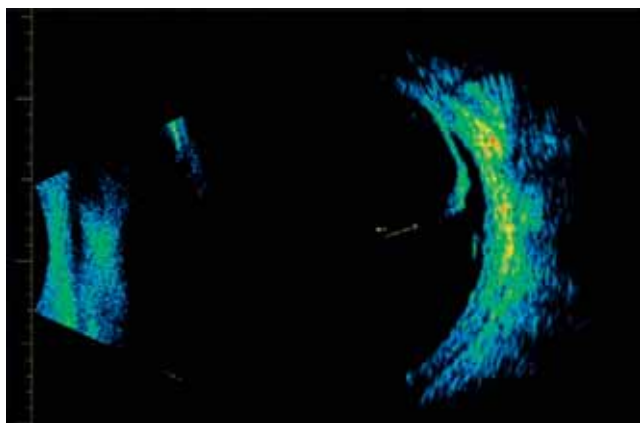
Déchirure périphérique visualisée en échographie en mode B (filtre couleur).
